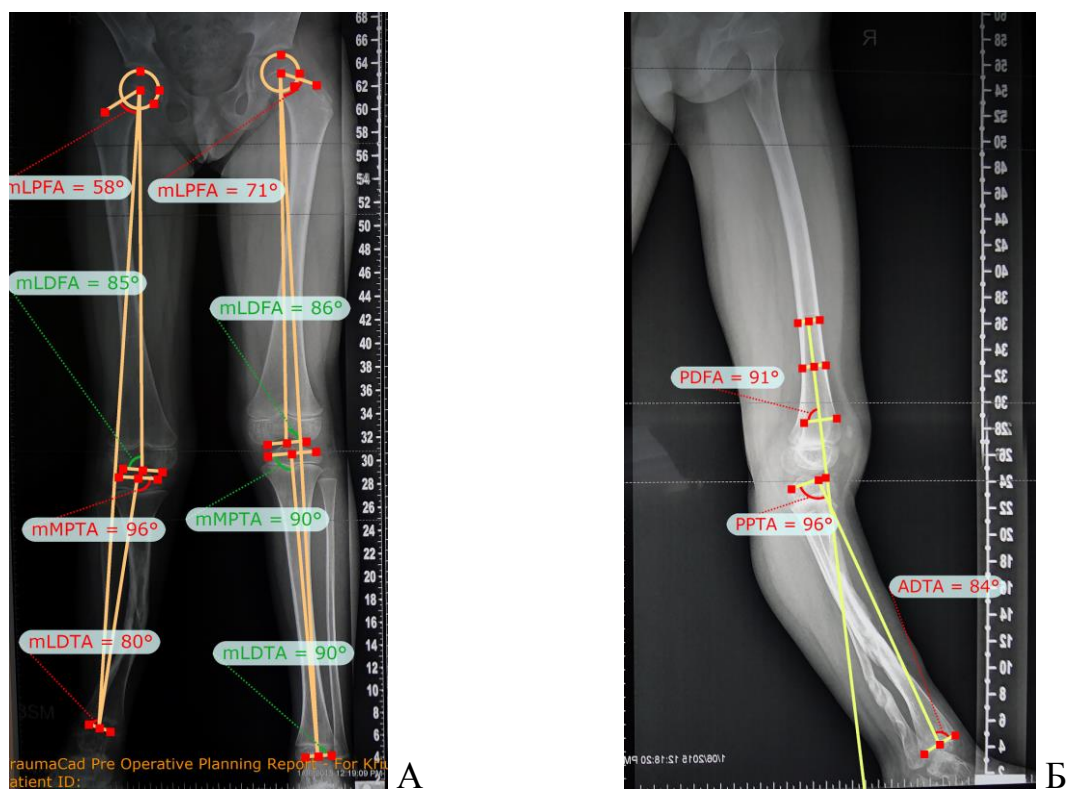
Рентгенограммы пациента с консолидированным ВЛСКГ перед выполнением коррекции деформаций костей правой голени: А – переднезадняя проекция, Б – боковая проекция.
